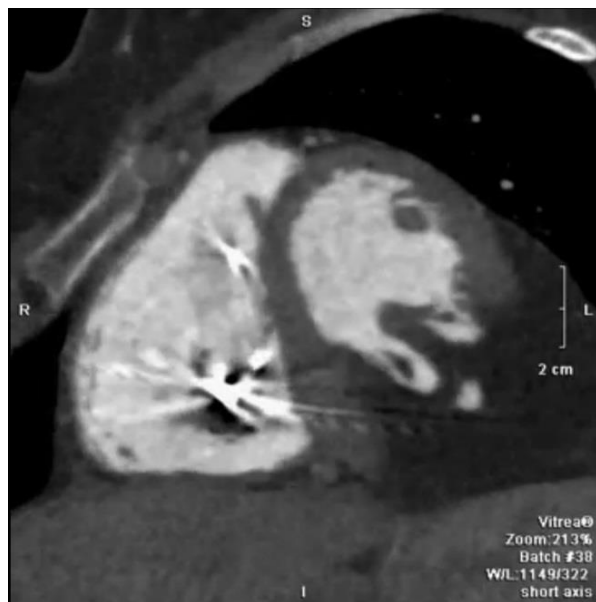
КТ серця тієї ж пацієнтки через 8 років. Коротка вісь демонструє витік контрасту у велетенську пухлину ЛШ. Також видно відведений в ПШ електрод, імплантованого кардіовертера-дефібрилятора.
